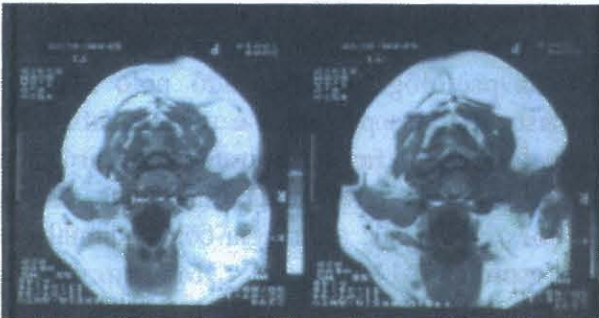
Ressonância magnética nuclear (RMN) pré-operatória
